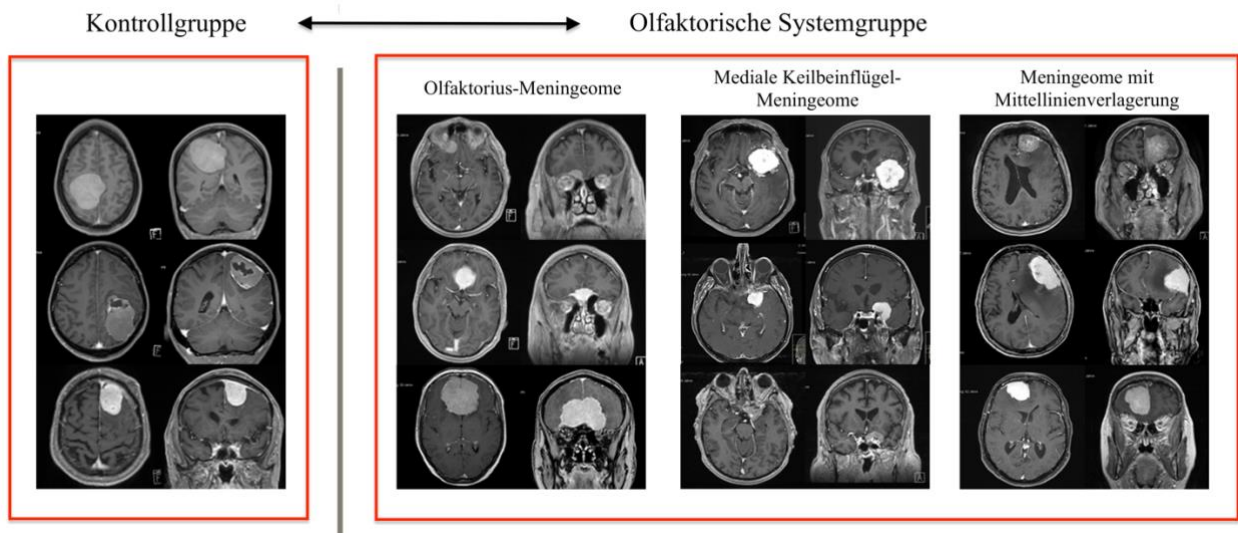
Bildgebung von Meningeomlokalisationen des Patientenkollektives: Kontrollgruppe vs. olfaktorische Systemgruppe. Die Abbildung zeigt T1-gewichtete MRT-Bilder nach Kontrastmittelgabe unterschiedlicher Meningeomlokalisationen, welche als olfaktorische Systemgruppe und Kontrollgruppe zusammengefasst wurden und im Rahmen der Auswertung miteinander verglichen wurden.
